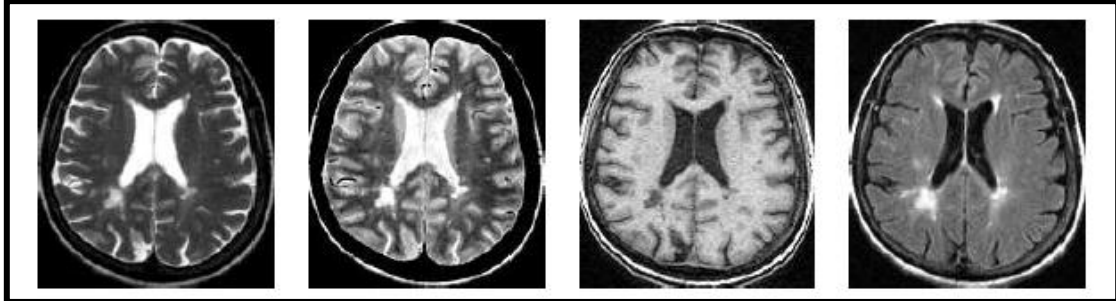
Exemple des séquences IRM conventionnelles : (a) séquence pondérée T2, (b) séquence pondérée en densité des protons (DP), (c) séquence pondérée T1 et (d) séquence pondérée T2-FLAIR.
